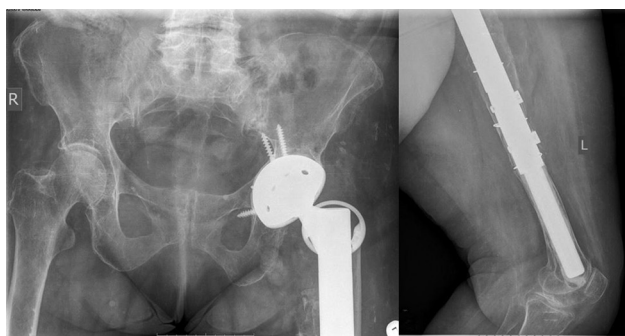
Рентгенограммы таза в прямой проекции и диафиза левой бедренной кости в боковой проекции через 6 месяцев после имплантации индивидуального бедренного компонента
